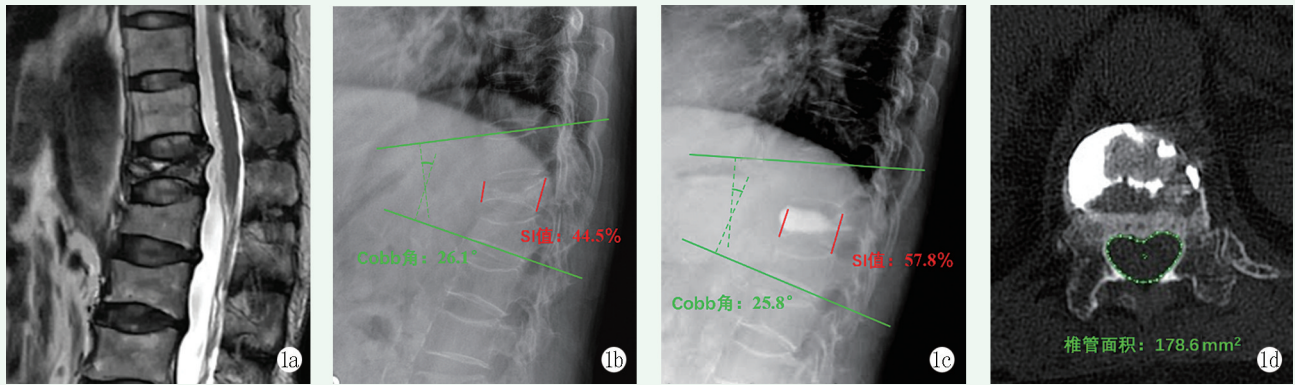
患者女性, 76 岁。1a: 术前 MRI 矢状位 T2WI 显示 L₁ 压缩, 椎体内裂隙改变, 后凸畸形并伴有椎管狭窄; 1b: 术前 Cobb 角为 26.1°, SI 为 44.5%; 1c: PVP 术后 1 个月 X 线片示椎体内骨水泥弥散良好, 椎体高度部分恢复, Cobb 角为 25.8°, SI 为 57.8%; 1d: 术后 1 个月椎管面积为 178.6 mm², 狭窄程度较术前无明显变化。
